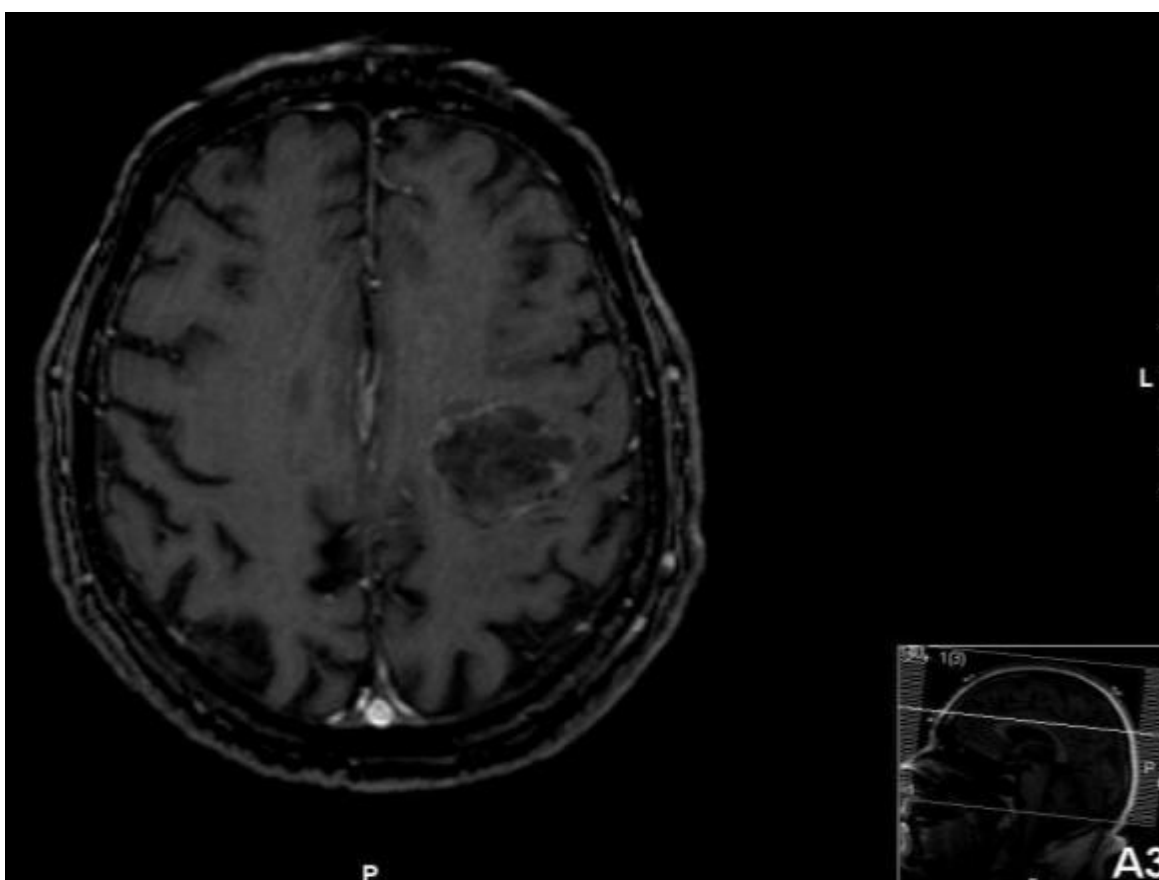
Ressonância Magnética cerebral pré cirurgia.
